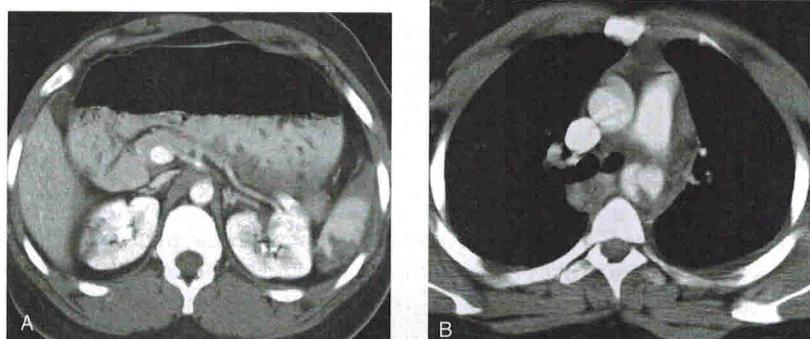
Вторичные признаки разрыва аорты/эмболии. А. Инфаркты селезенки и правой почки (непрямые признаки) вследствие эмболии после повреждения аорты. В. Разрыв аорты (прямой признак) с периаортальной гематомой. Острый травматический разрыв аорты может проявляться в виде инсультов или абдоминальных инфарктов. Если на КТ брюшной полости по поводу травмы обнаруживаются инфаркты, необходимо выполнить снимок грудной клетки
